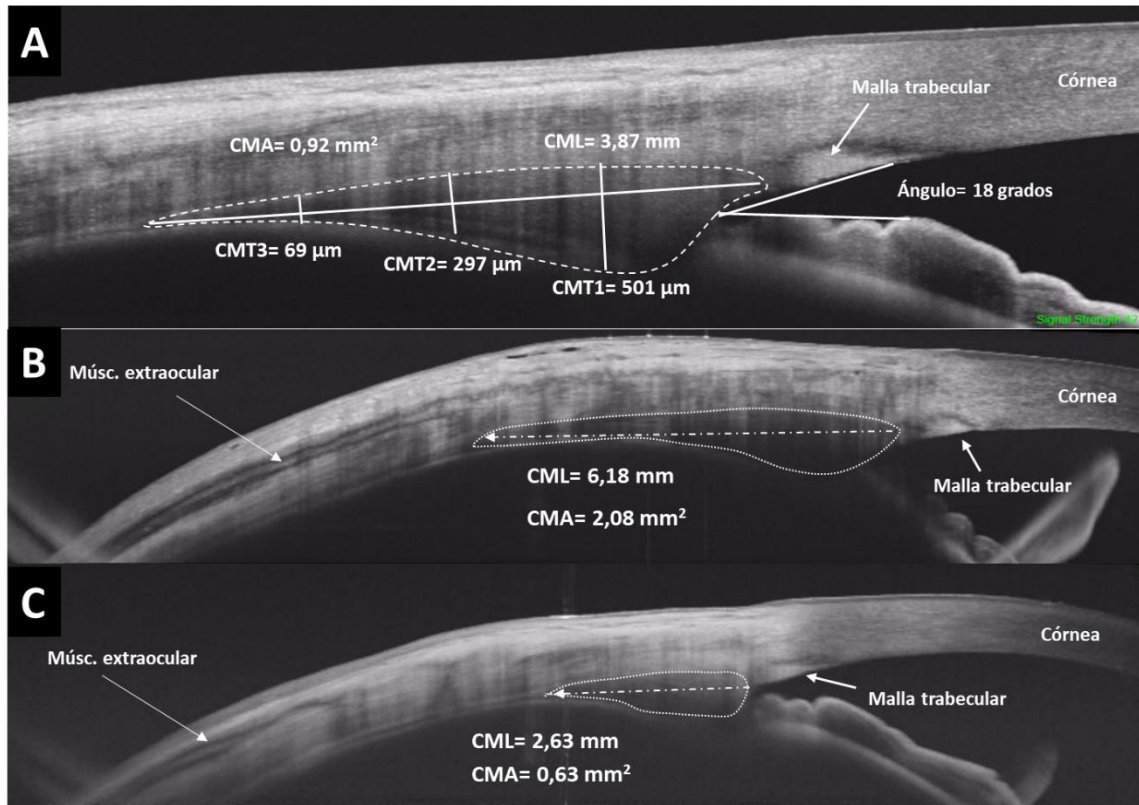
Visualización del cuerpo ciliar (CC) mediante tomografía de coherencia óptica de dominio Swept Source. A) Exploración con el modo de 6 mm de las dimensiones del CC (CML: longitud del músculo ciliar; CMT: grosor del músculo ciliar a 1, 2 y 3 mm desde el espolón escleral; CMA: Área del músculo ciliar). B) Exploración con el modo de 16 mm de un CC largo. C) Exploración con el modo de 16 mm de un CC corto.
